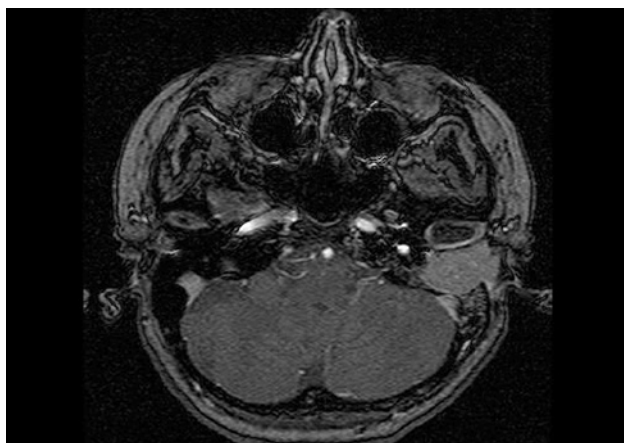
Corte axial RMN. Se observa una masa izquierda levemente captante que afecta al CAE y el OM.
